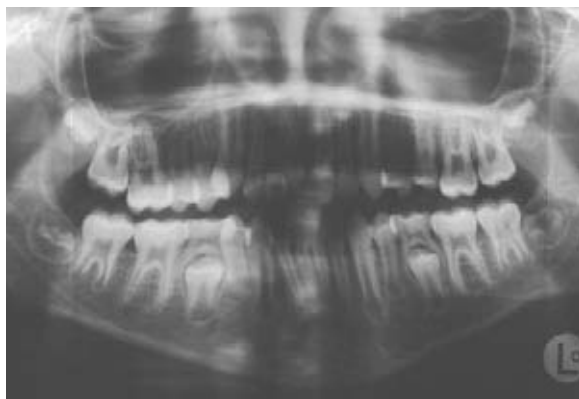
Ortopantomografia inicial; 11 anos 10 meses
